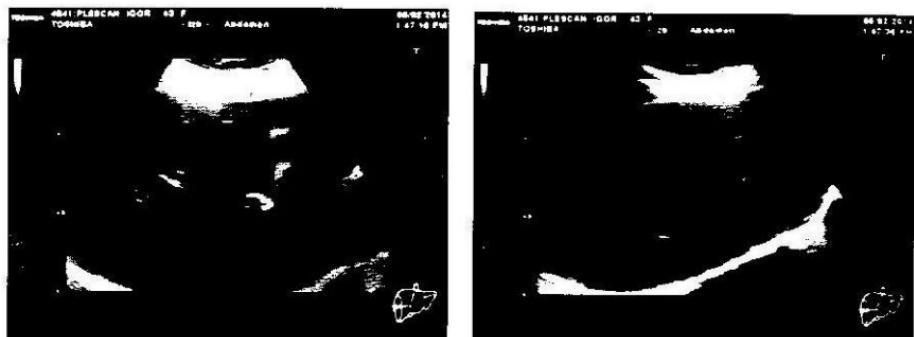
Imagine ultrasonografică de steatoză hepatică ușoară
